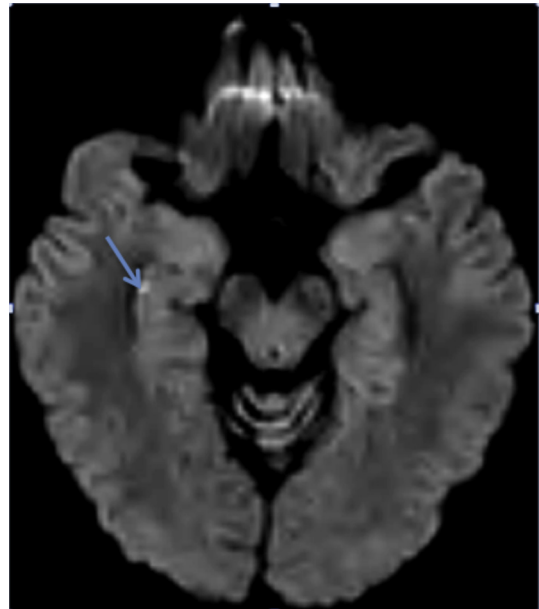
IRM cérébrale en séquence de diffusion, 30 heures après le début.
